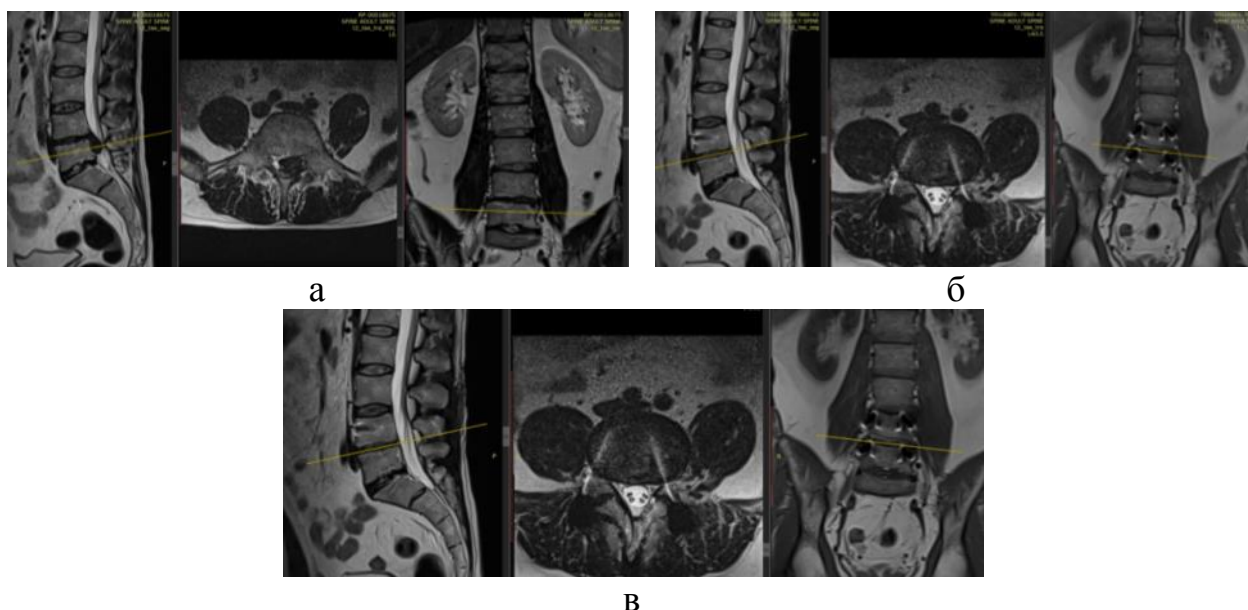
Фотовідбитки МРТ хворої Г. 48 років, історія хвороби № 98442, а) до операції, рівень L_V-S_I ; б) через 6 міс. після операції, рівень L_V-S_I ; в) МРТ через 12 міс. після операції, рівень L_V-S_I
